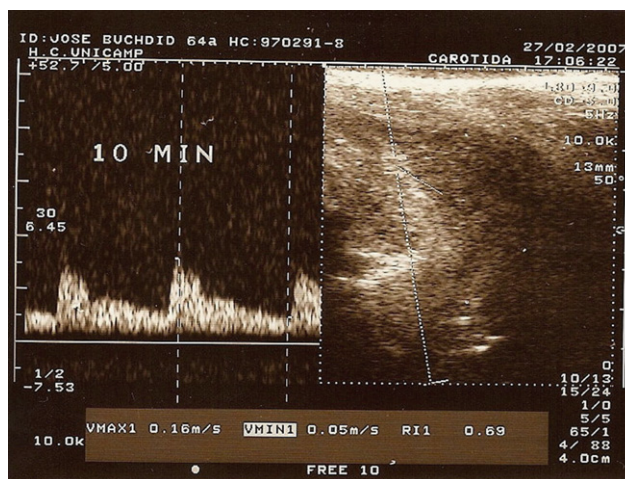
Eco-Doppler 10 min después de la administración del gel, con disminución de la resistencia: 0,69.
